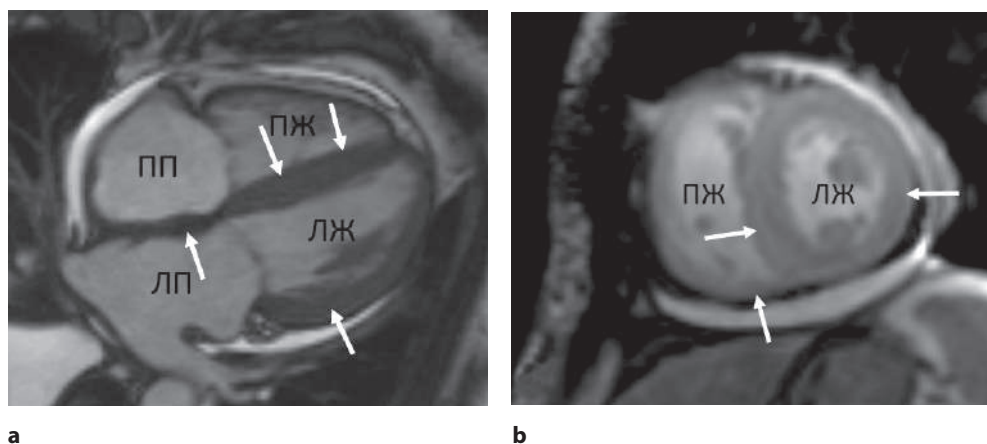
МРТ сердца пациентки Т., 63 года. Изображения сердца в кинопоследовательностях в конечно-диастолическую фазу сердечного цикла: а – четырехкамерная проекция; б – короткая ось сердца. Стрелками указано утолщение стенок левого и правого желудочков
